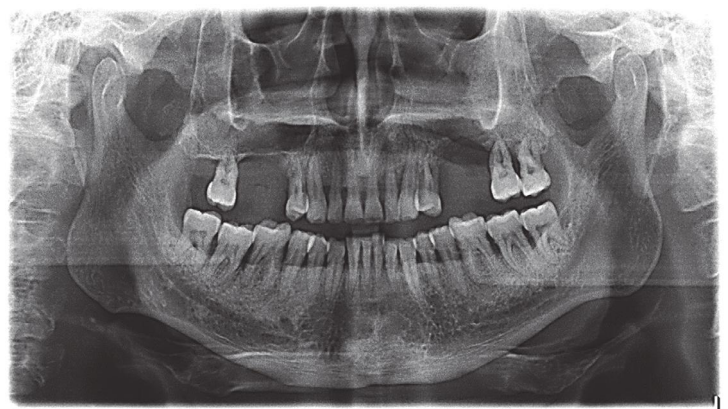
Рентгенограма пацієнта А. після оперативного втручання з приводу хронічного одонтогенного гаймориту, віддалений результат.
